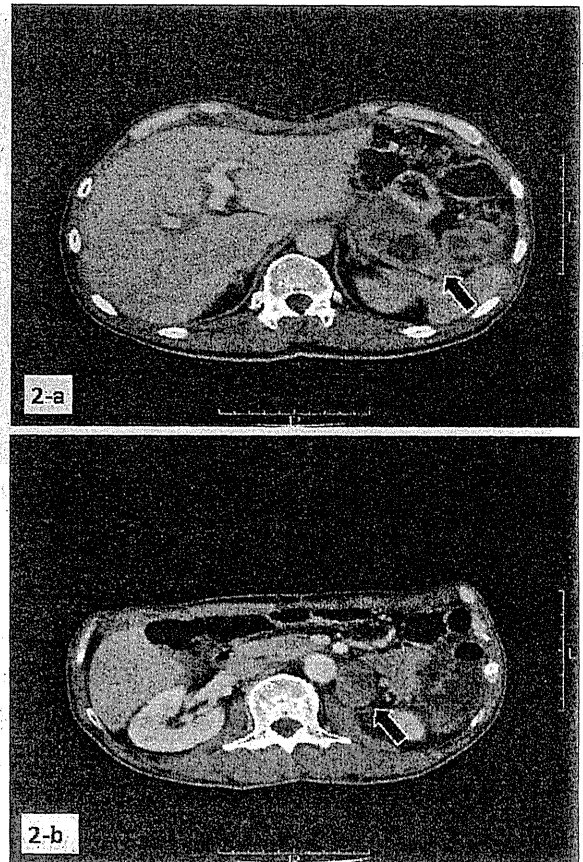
(a) Abdominal enhanced CT showing splenic hilar lymph node swelling. (b) Abdominal enhanced CT showing PAN swelling under the left renal vein.
